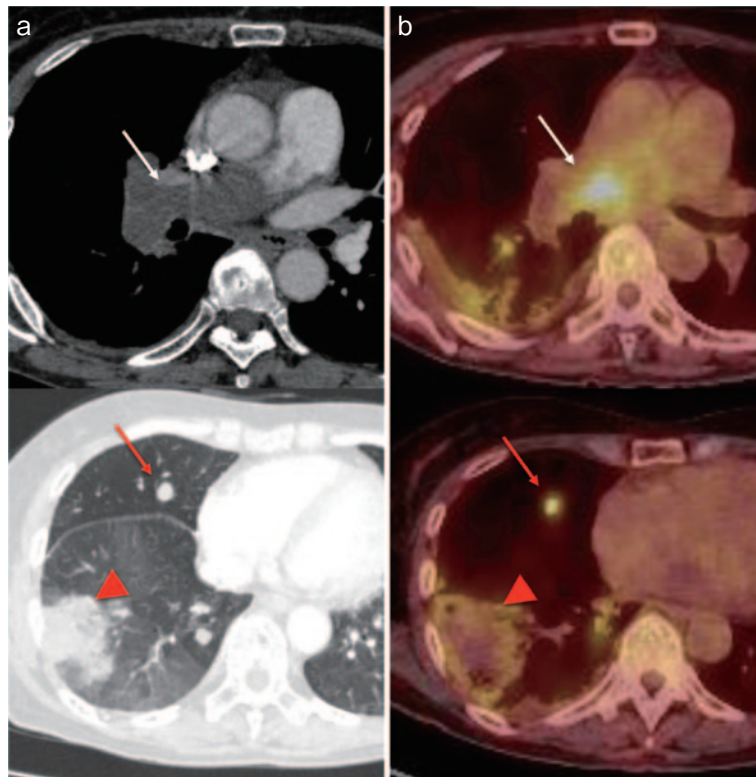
胸部造影CT・FDG-PET/CT所見。(a) 肺動脈幹から右肺動脈内に造影欠損を伴う不整形の陰影を認める(白矢印)。右肺S⁵に1cm大の結節影(赤矢印)、右肺S⁹に5cm大の浸潤影(赤矢頭)を認めた。(b) FDG-PET/CTでは右肺動脈内腔を埋めるSUVmax 12.5のFDG高集積の陰影を認める。右肺S⁵結節影にはFDG高集積を認め肺転移が疑われたが、右肺S⁹浸潤影へのFDG集積は軽度で、腫瘍塞栓とそれに随伴する肺梗塞の可能性が考えられた。
